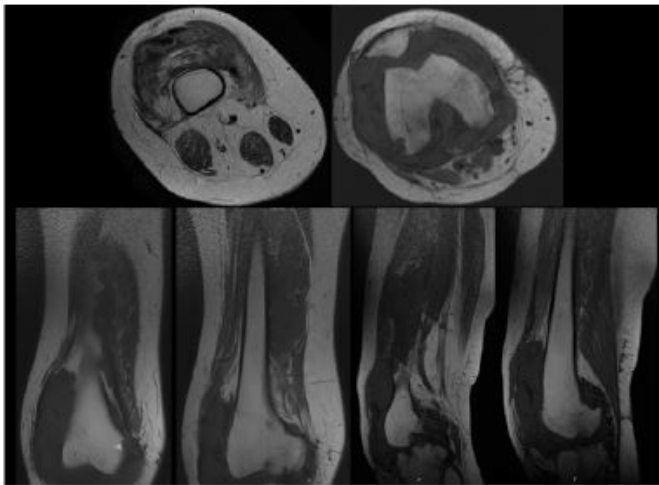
RM do joelho direito, pré-operatória, permitindo avaliar a extensão/grau de invasão da doença, em cortes axiais, coronais e sagitais.
